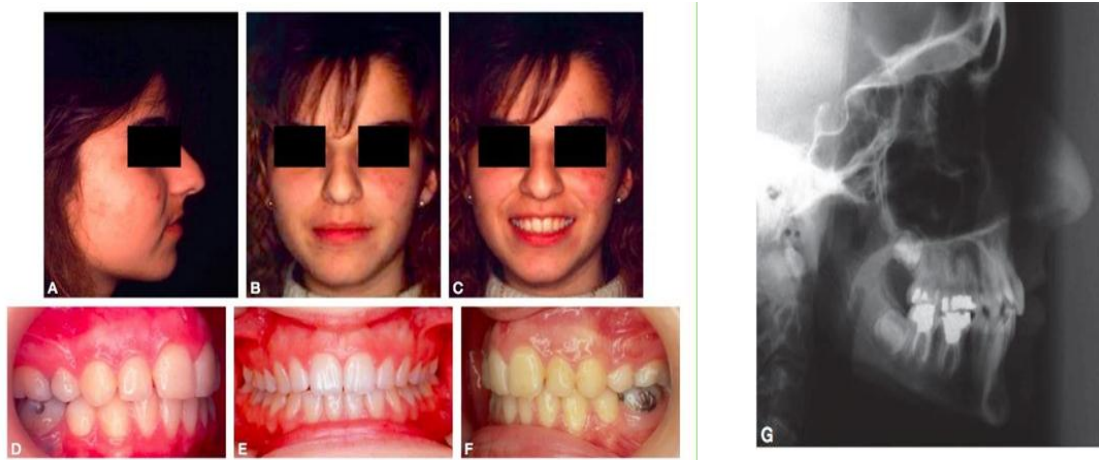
Après traitement A à C vues exobuccal D à F vues endobuccal G téléradiographie de profil. [PECK. S ; PECK. H114]
